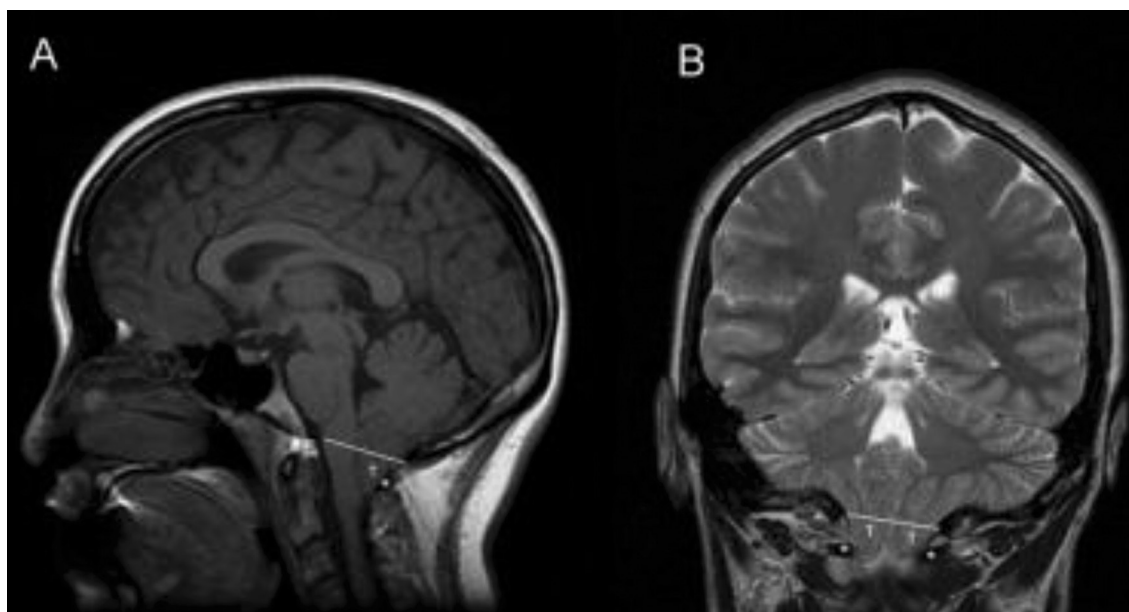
МРТ-зображення МАК I типу (опущення мигдаликів мозочку (Т) нижче рівня великого отвору (біла лінія) до рівня задньої дуги С1) [4]
